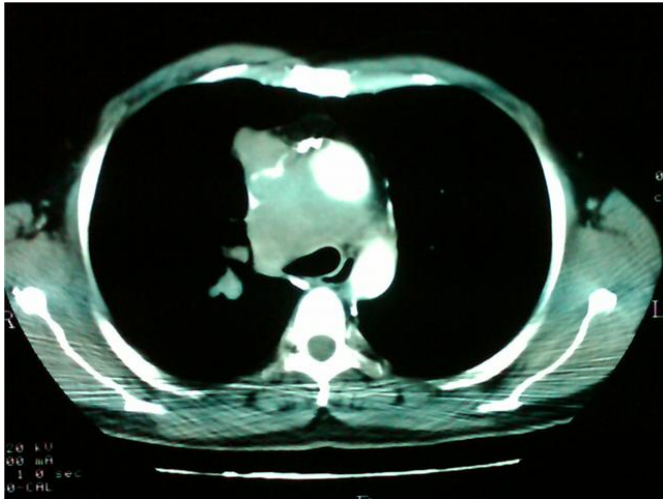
Imaxe por TAC de doente con cancro pulmonar de células pequenas que infiltra a vea cava
